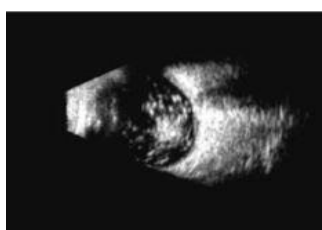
Σκληρό μόσχευμα (Ultrasonography-guided scleral buckle retinopexy and cryotherapy: case report. Arq. Bras. Oftalmol. vol.72 no.2 São Paulo Mar./Apr. 2009)
